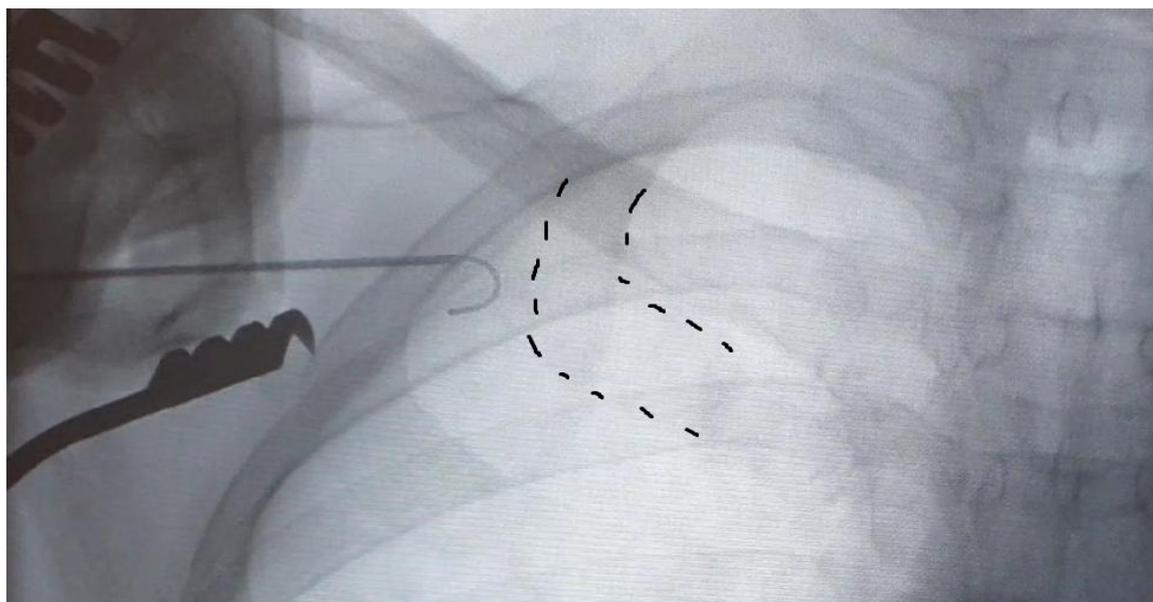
Рентгеновский стоп-кадр в ходе имплантации эндокардиального электрода по разработанному способу. Выполнена экстракостальная пункция аксиллярной вены по рентген-анатомическим ориентирам проксимальнее края I правого ребра.
